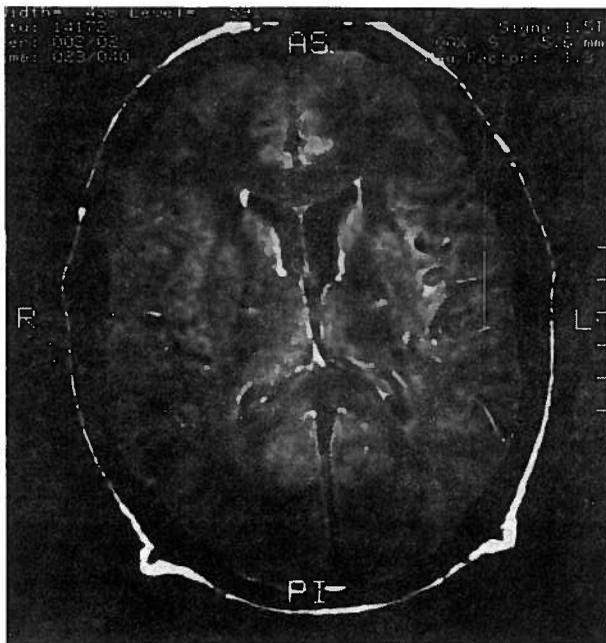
Ressonância magnética nuclear mostrando alterações compatíveis com desmielinização na região talamo-cápsulo-lenticular esquerda e em ambas as cápsulas internas ao nível do seu braço posterior (setas).
